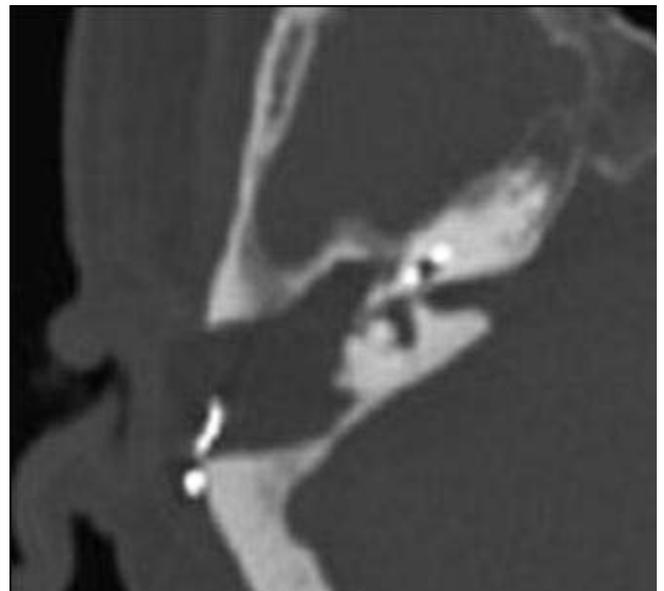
TC, proiezione assiale. Esiti a distanza di tecnica oblitterativa (Au Dx)
